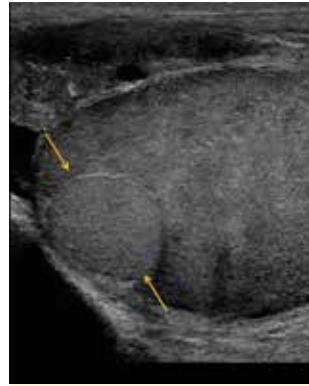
Small nearly isoechogenic lesion (yellow arrows) with a maximum diameter of 1.5 cm seen on B-mode sonography.
